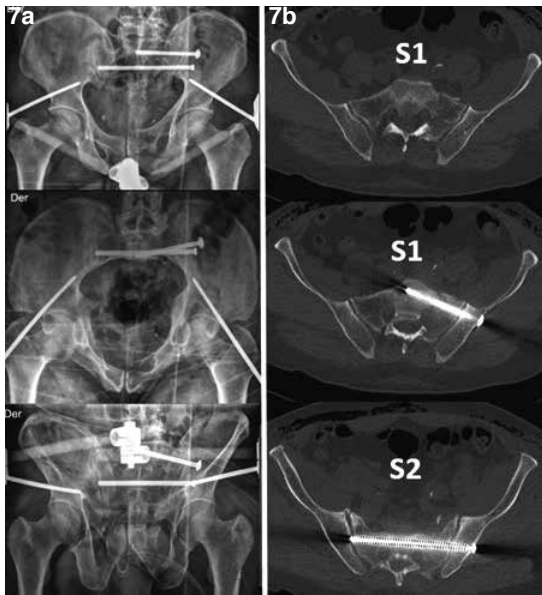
Paciente de figura 6. Se realiza colocación de tornillo sacroilíaco S1 compresivo rosca 32 mm y tornillo S2 130 mm rosca completa percutáneos más fijador externo supraacetabular de pelvis (a). El TC postoperatorio muestra que se mantiene la reducción anatómica de la fractura y que ambos tornillos son intraóseos (b).
